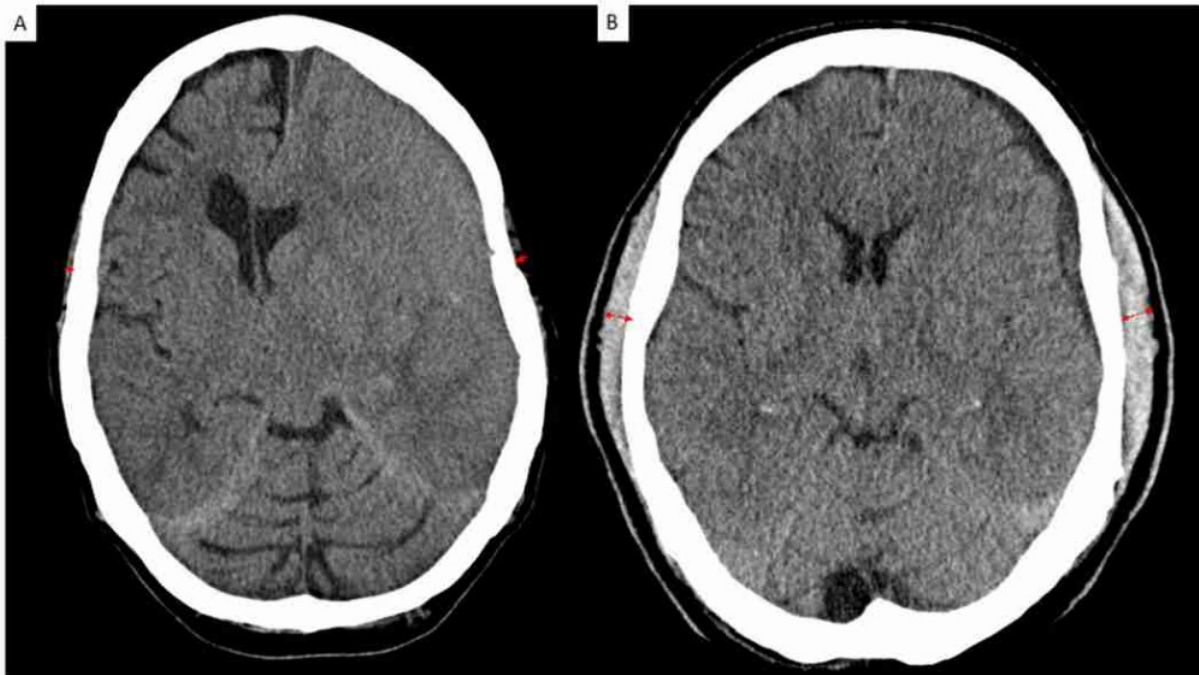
Vergleich von niedriger TMT (A) und hoher TMT (B) in der kranialen CT bei Patient:innen mit cSDH (104).
